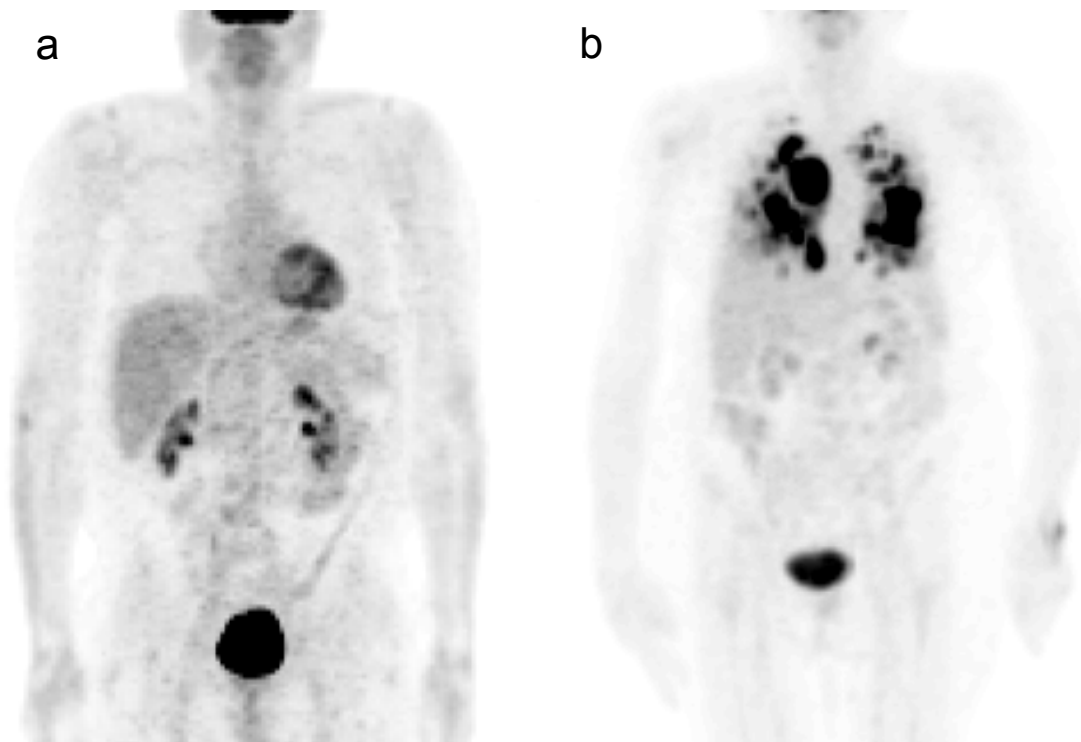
Estudios PET de cuerpo completo empleando al radiofármaco [^{18}F]-FDG. a) Estudio normal y diagnóstico negativo en la proliferación celular de cáncer y b) estudio con diagnóstico positivo en la proliferación celular de cáncer con múltiples metástasis localizados en pulmón.
